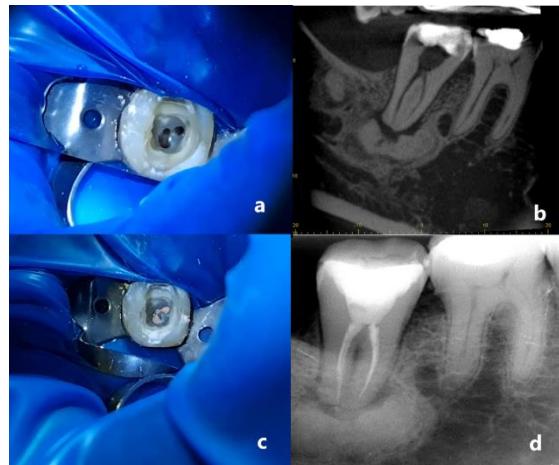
(a) intraoral view of the tooth after access cavity opening, (b) preoperative radiograph, (c) postoperative intraoral view, (d) after filling.
